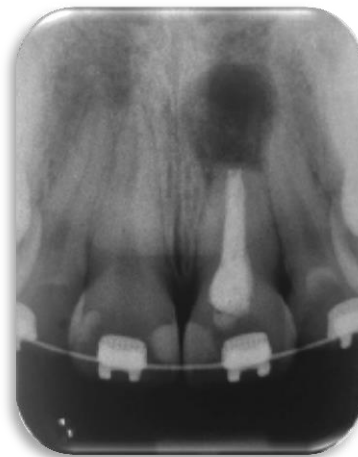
Radiografía postoperatoria. Diciembre 2018.
